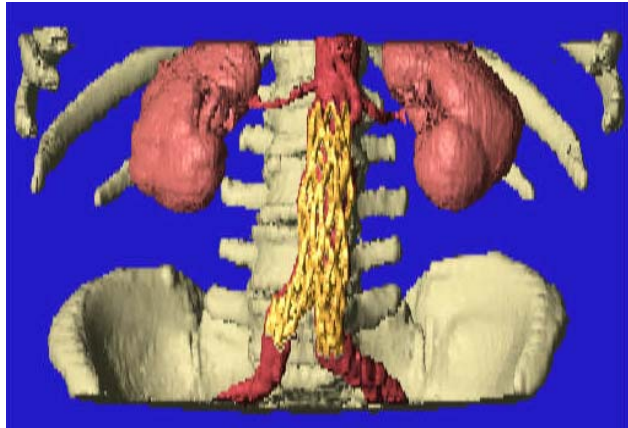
Dreidimensionale CT-Rekonstruktion nach Endograftimplantation (gelb)
